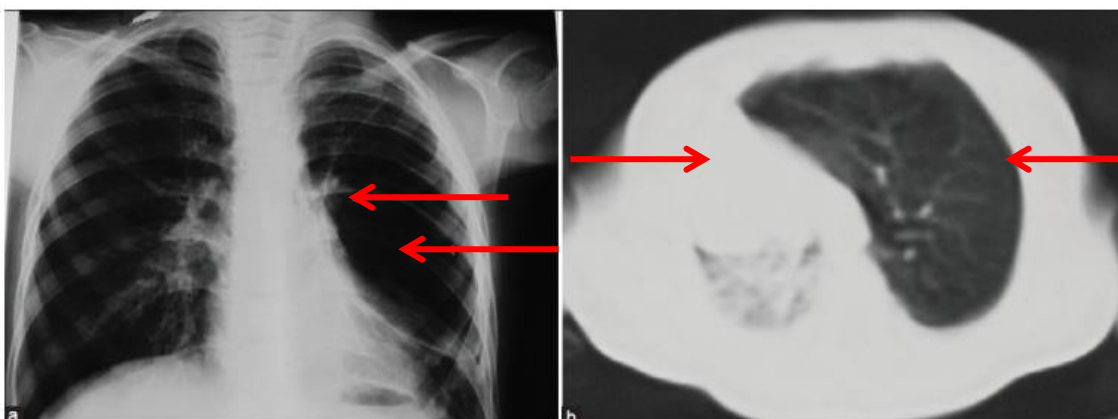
Imagen de enfisema lobar congénito. A) Radiografía posteroanterior de tórax. Las flechas nos indican una hiperlucidez marcada en todos los lóbulos pulmonares izquierdos. B) el TC (ventana pulmonar) nos muestra un lóbulo superior izquierdo con hiperinsuflación que desplaza el mediastino hacia el lado contrario al enfisema, colapsando prácticamente el pulmón derecho. *Odev K, Ozbiner H, Pekcan S, Altinok T, Batur A, Guler I. Cystic and Cavitary Lung Lesions in Children: Radiologic Findings with Pathologic Correlation. Journal of Clinical Imaging Science* ⁽²⁴⁾
